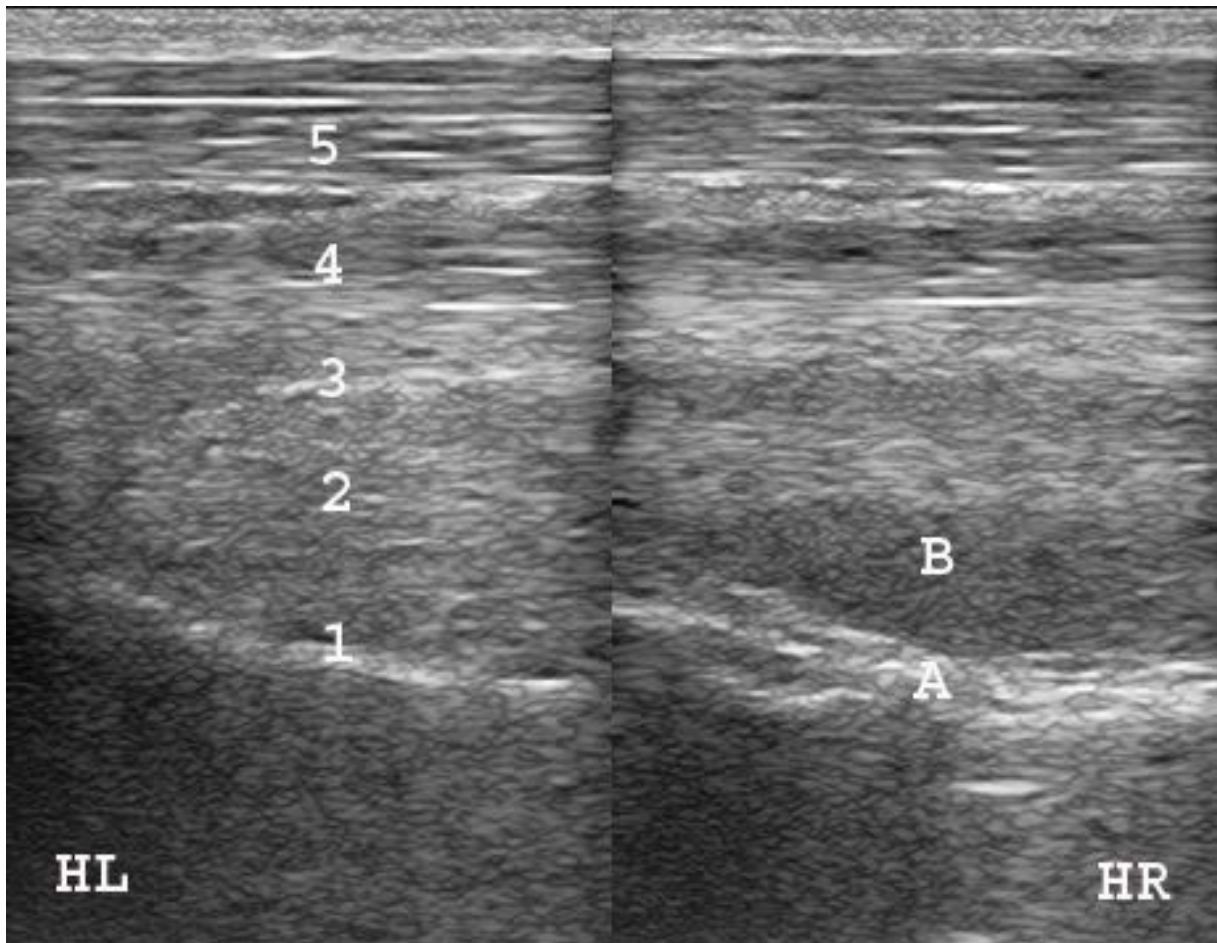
Vergleichende ultrasonographische Darstellung des Sehnenpaketes im Bereich des proximalen Mt 3 (FTU), Längsschnitt
